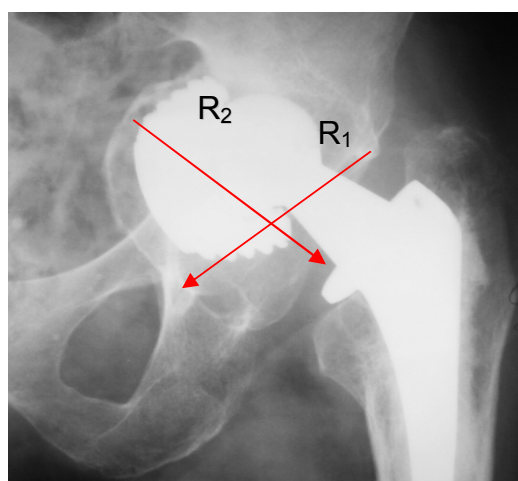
Рентгенограма хворого С. 65р. Асептична нестабільність ацетабулярного компонента з дефектами кульшової западини.
